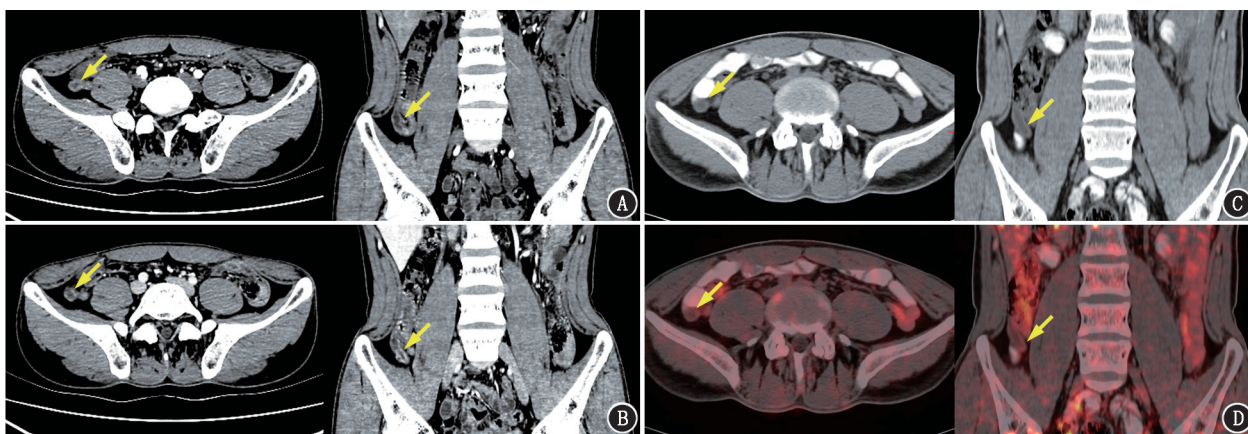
阑尾低级别黏液性肿瘤患者 (男, 31 岁) 增强 CT 图及¹⁸F-FDG PET/CT 显像图 (箭头示病灶)。A, B. 动脉期 (A) 及延迟期 (B) 增强 CT 图示阑尾壁弥漫性强化 (平均 CT 值 95 HU), 阑尾壁隆起性病变壁亦见强化, 阑尾腔内黏液未见强化; C. CT 图示阑尾呈囊柱状扩张, 阑尾壁增厚, 测最厚达 0.4 cm, 阑尾腔见水样低密度影 (平均 CT 值 10 HU); D. PET/CT 融合图显示阑尾壁显像剂摄取轻度增高, SUV_{max} 为 1.21, 阑尾腔内黏液未见显像剂摄取
